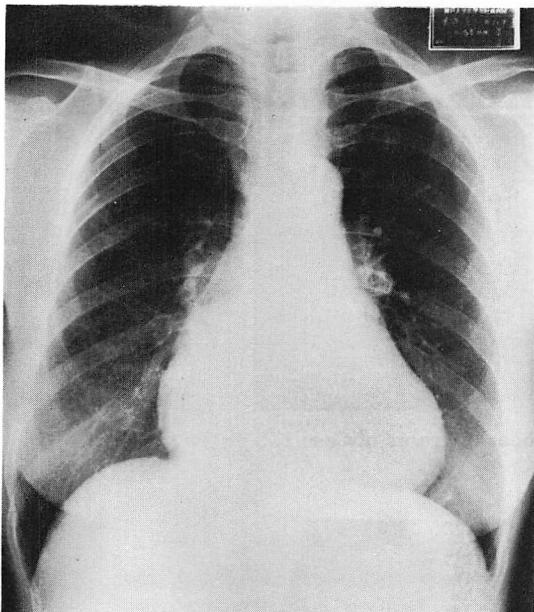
Chest radiograph of Case 1.
